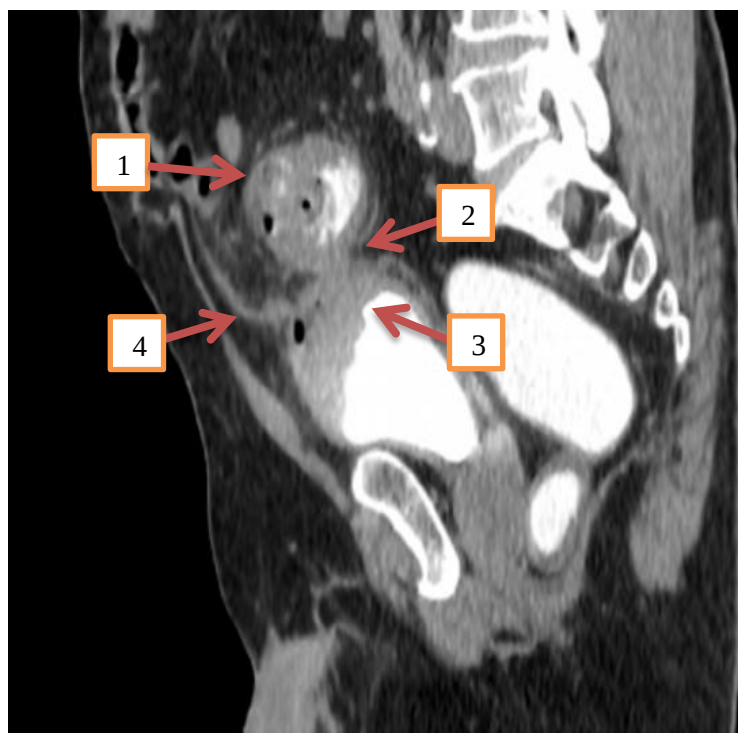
КТ-колонография, сагиттальный срез. Пациент С., 59 лет. Картина дивертикулярной болезни, измененного сегмента сигмовидной кишки в виде утолщения кишечной стенки с сужением просвета – стрелка 1, контрастное вещество попадает из сигмовидной кишки через свищевой ход в мочевой пузырь (сигмо-везикальный свищ) – стрелка 2, на этом фоне визуализируется утолщенная стенка дна мочевого пузыря, кишечное содержимое – стрелка 3, инфильтративные изменения в параколической клетчатке – стрелка 4.
